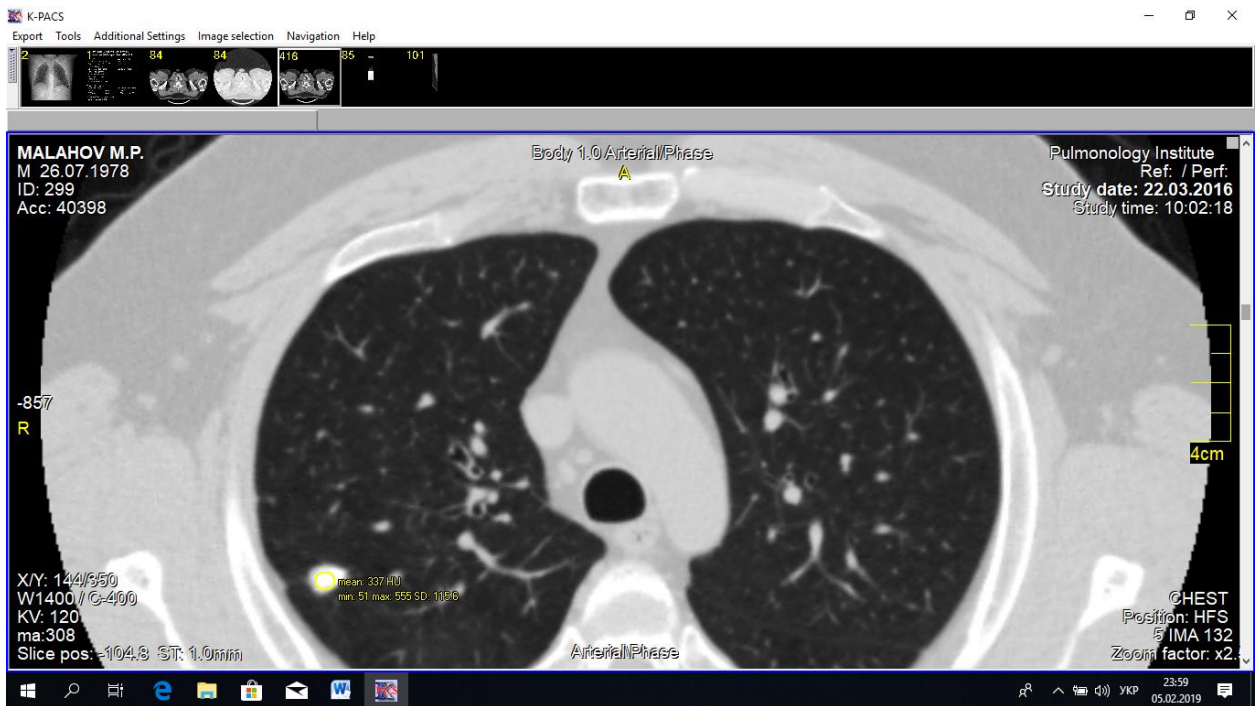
Аксіальний зріз КТ даного хворого М з денситометричними показниками туберкуломи.
